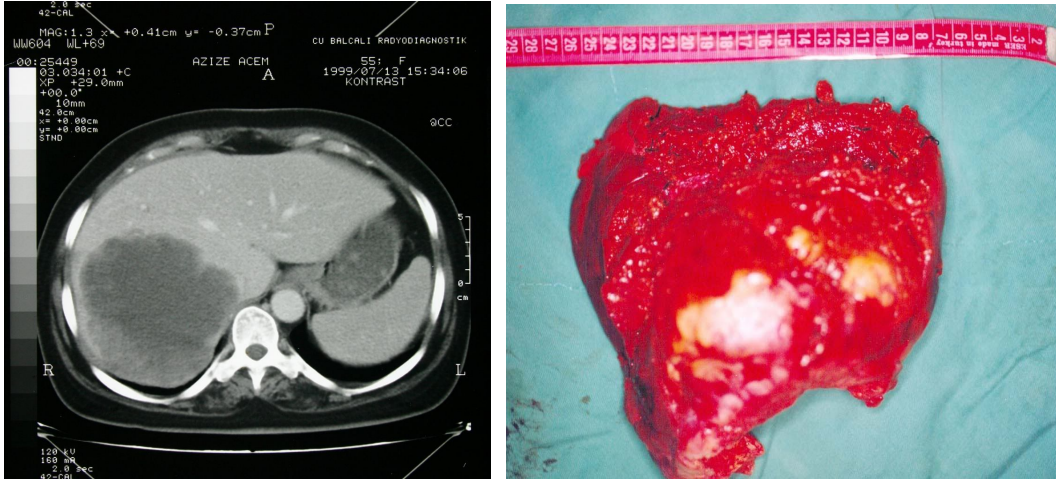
Primer karaciğer nöroendokrin tümörlü bir olgunun BT ve operasyon görüntüsü.
